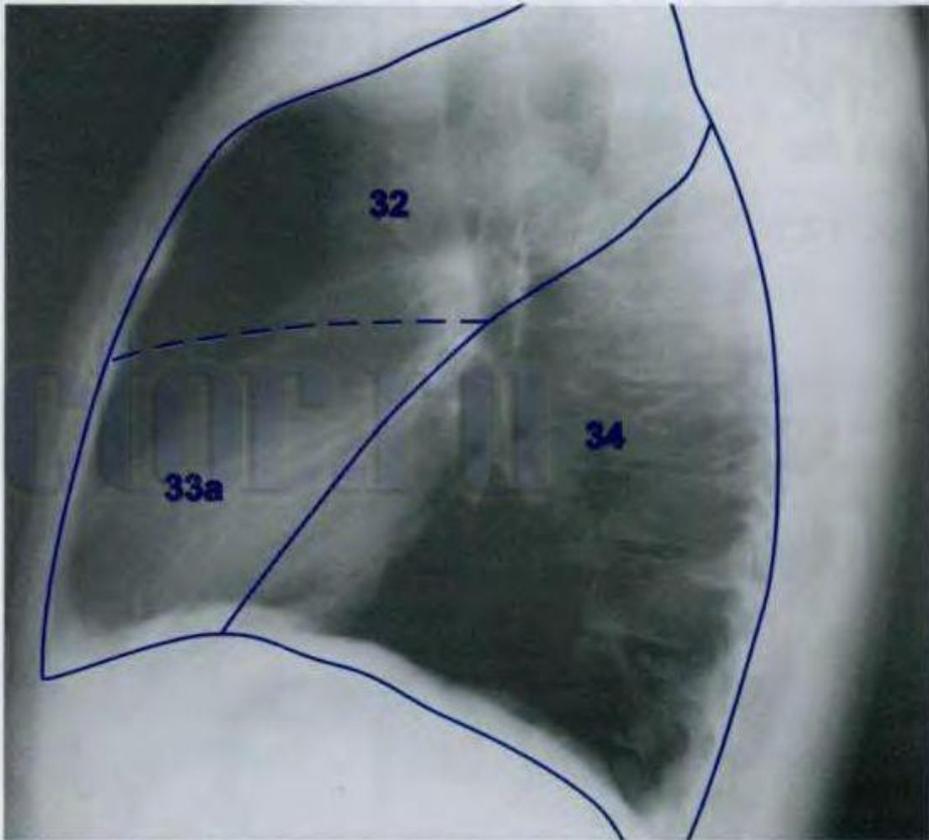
Распространение долей легких на рентгенограммах. Схемы суммации в различных проекциях.
